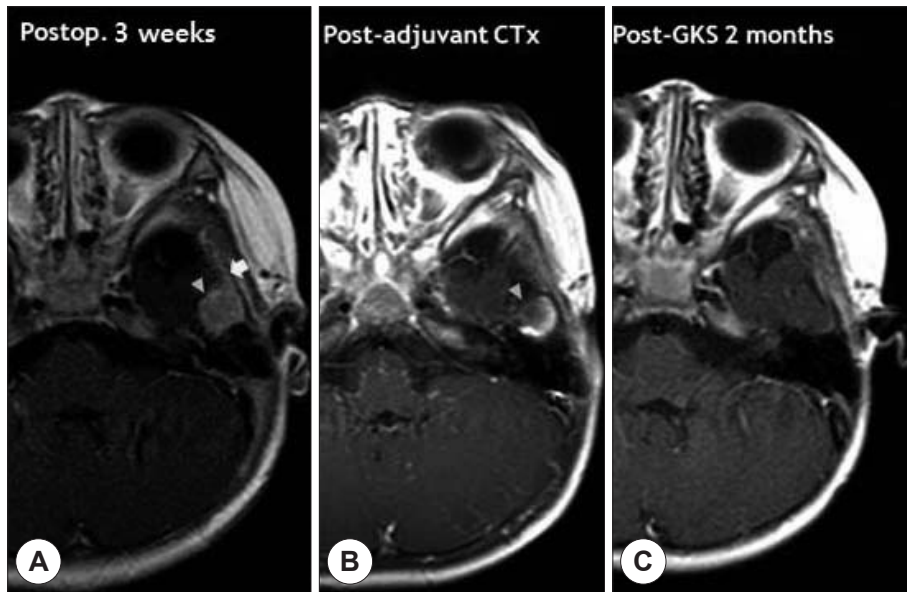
Brain MRI findings. A : 3 weeks after the surgery : mass between left temporal bone and left temporal lobe with broad base on skull showing linear enhancement along the meninges. B : The time when the adjuvant CTx was finished : no difference in size, signal intensity and enhancement of mass, but disappeared enhancement along the meninges. C : 2 months after gamma knife surgery : no definite evidence of residual or recurred tumor around previous operation and gamma knife surgery site.
